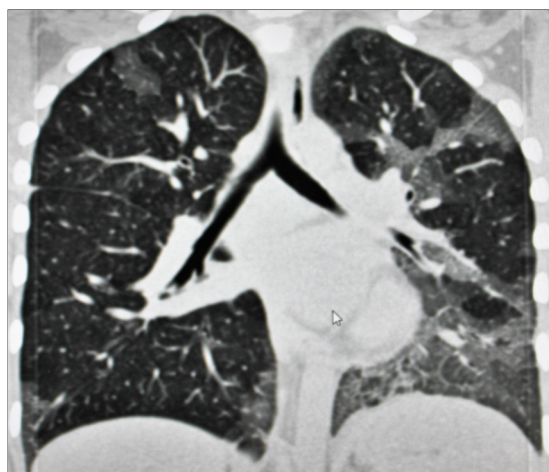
Ребенок Р., 11 лет. СКТ (описание в тексте).
